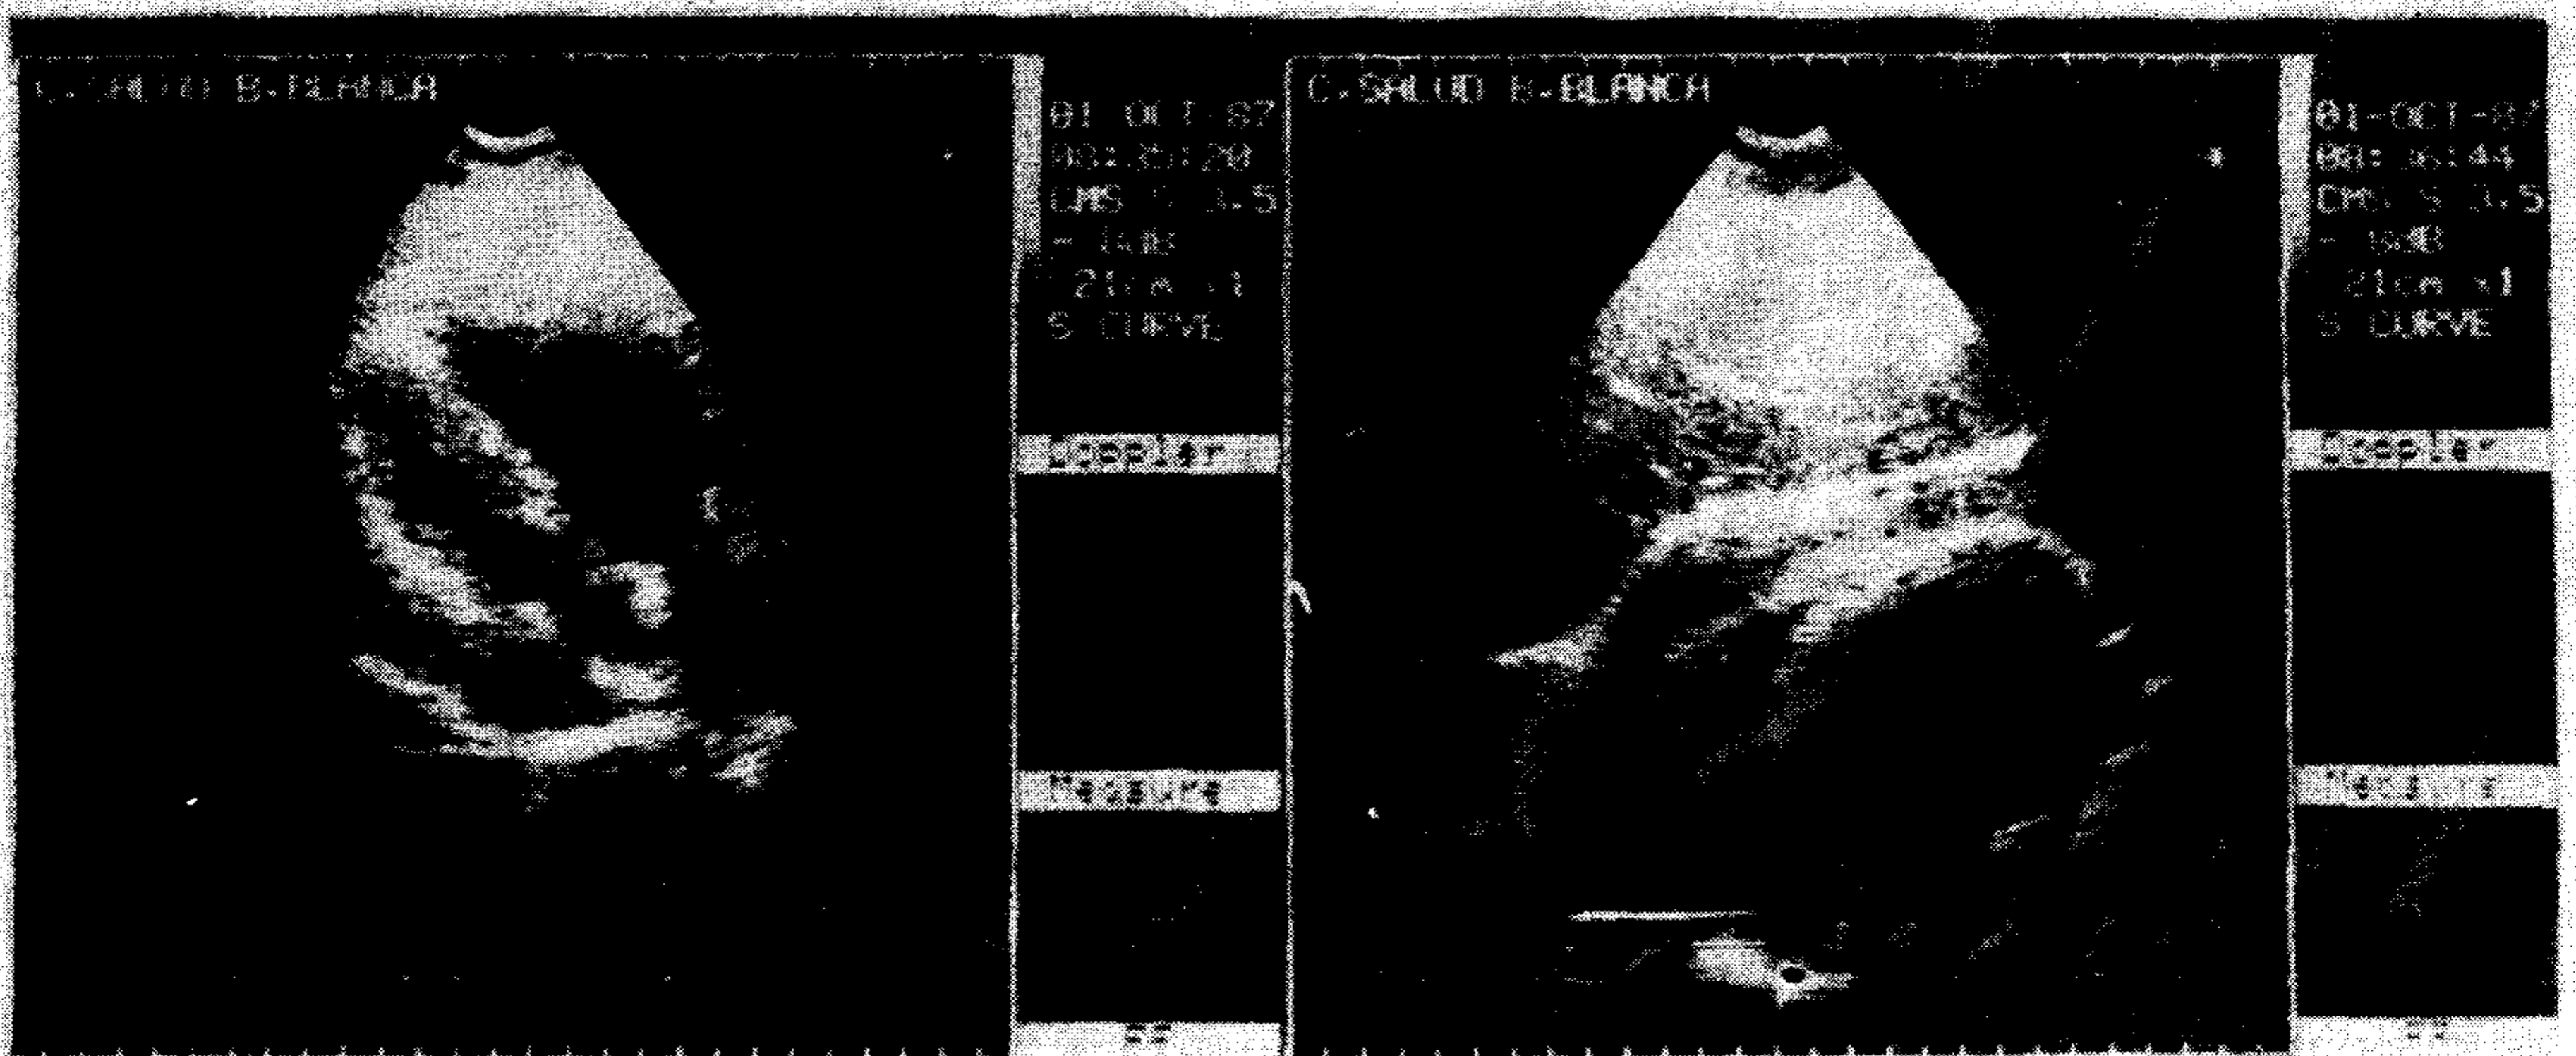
Ecocardiograma bidimensional en el cual se observa gran derrame pericárdico, colapso sistólico de aurícula derecha y coágulos intrapericárdicos.
